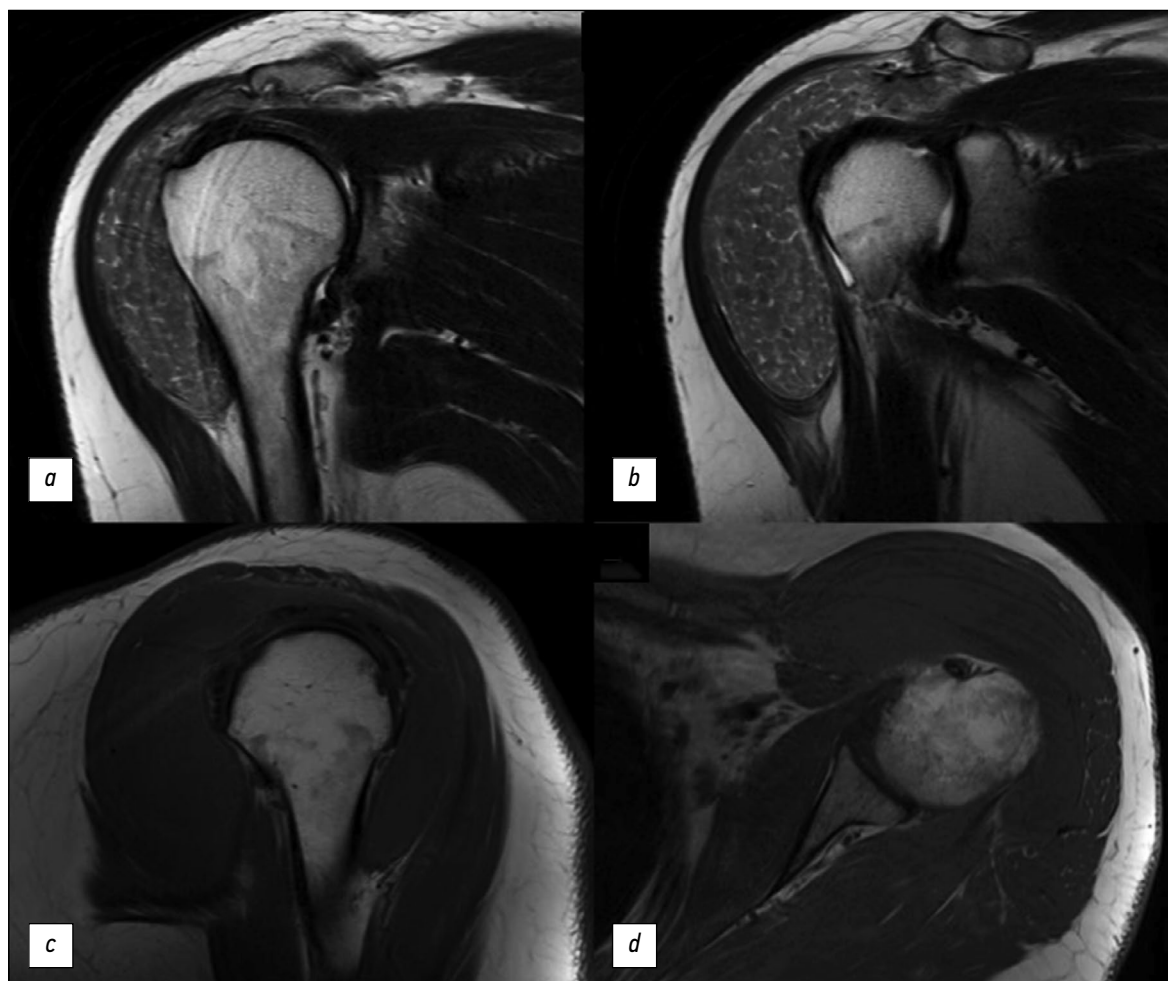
Магнитно-резонансная томография левого плечевого сустава: *a, b* — T2-взвешенные изображения, корональные срезы; *c* — T1-взвешенное изображение, сагиттальный срез; *d* — T1-взвешенное изображение, поперечный срез.
